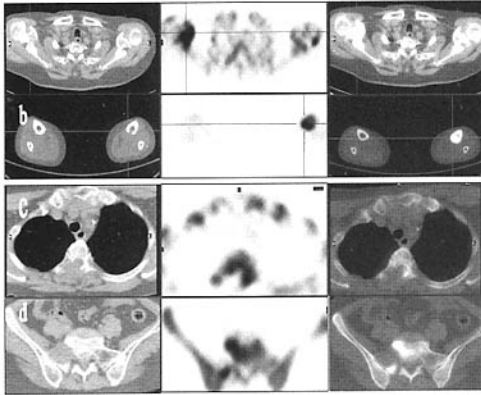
<sup>18</sup>F-NaF PET 和 PET-CT 横断层显示不同部位的溶骨性转移病变。其中, a 和 b: 右侧肩胛骨、左侧胛骨的溶骨性转移可见高度摄取; c 和 d: 胸椎和骶椎的溶骨性转移伴软组织肿物时周边可见轻度至中度摄取。
